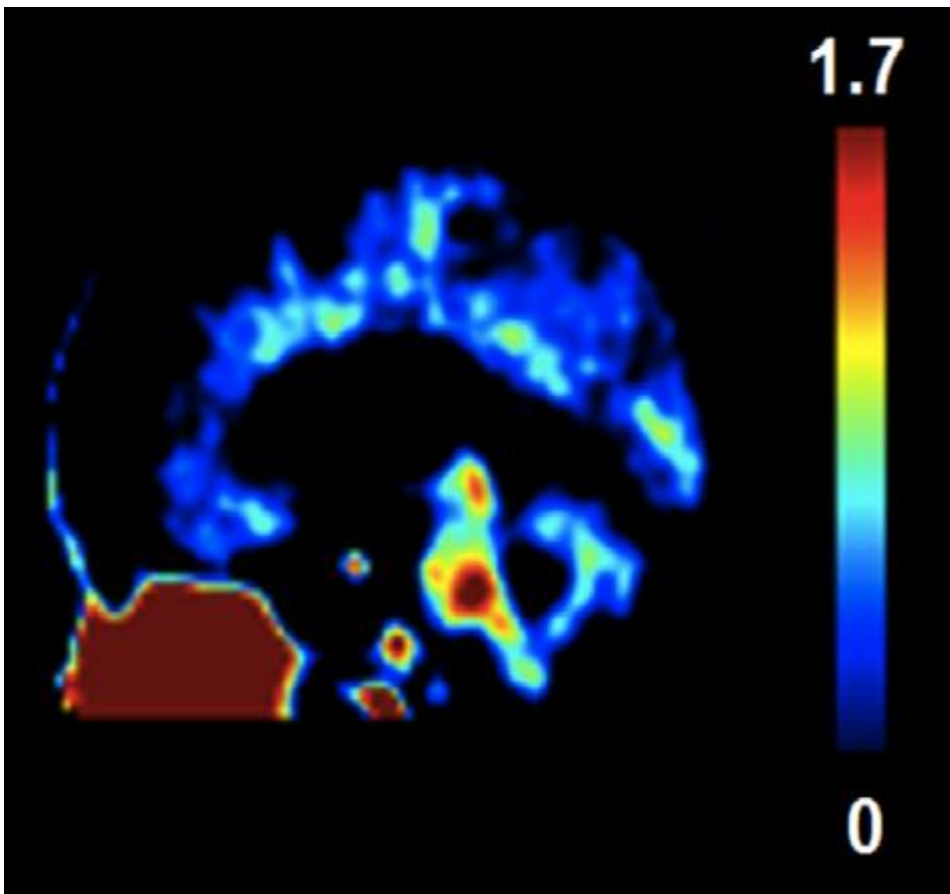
PET-scan montrant les zones où le traceur radioactif se fixe sur les cellules microgliales
